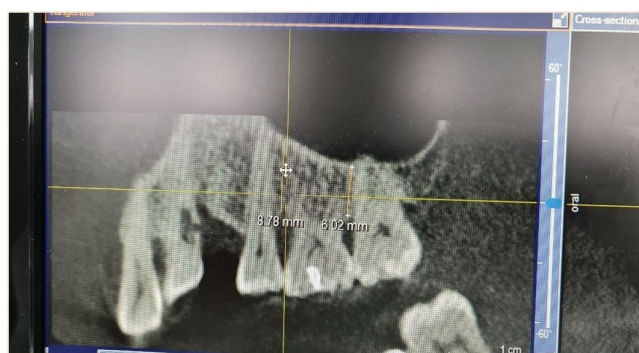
Matja me CBCT (3D) e xhepave infrakockorë.
